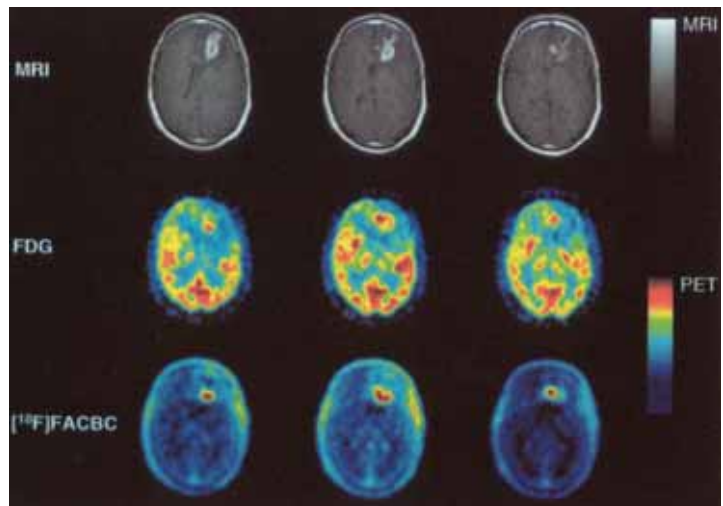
神経膠芽腫患者における $^{18}\text{F}$ -FACBC PETイメージング<sup>4)</sup>
